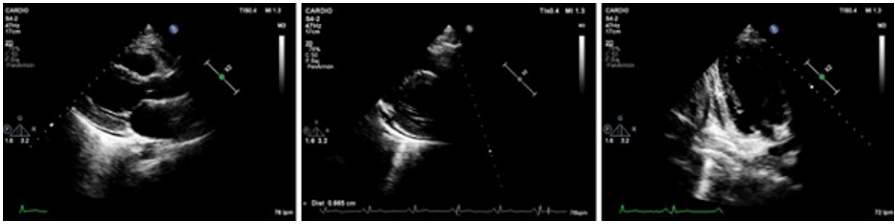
Ecocardiografía donde se aprecia la separación de las hojas pericárdicas
